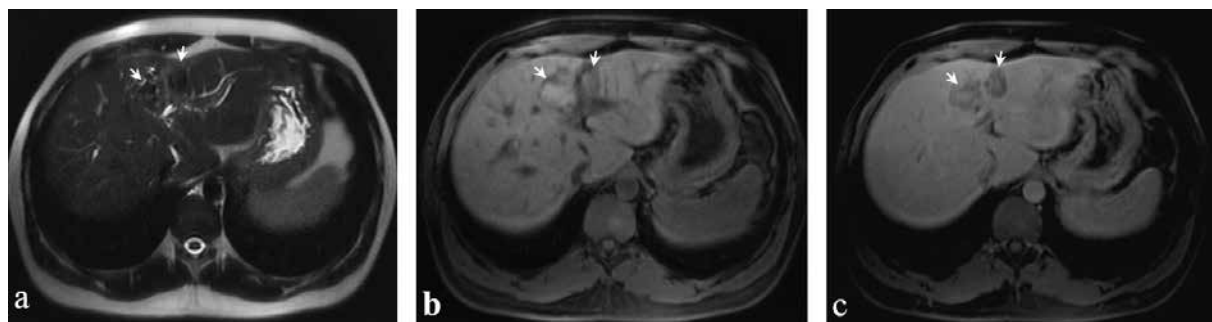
MRI of the abdominal cavity in axial projection from November 22, 2022. In the liver parenchyma at the border of III–IV segments, T2-hypo- (a — T2-weighted image in the HASTE sequence), T1-hyperintense (b — native T1-weighted VIBE image) focal lesions (arrows) are determined, weakly accumulating magnetic resonance contrast agent, mainly along the periphery (c — post-contrast T1-weighted VIBE image in the portal phase)
